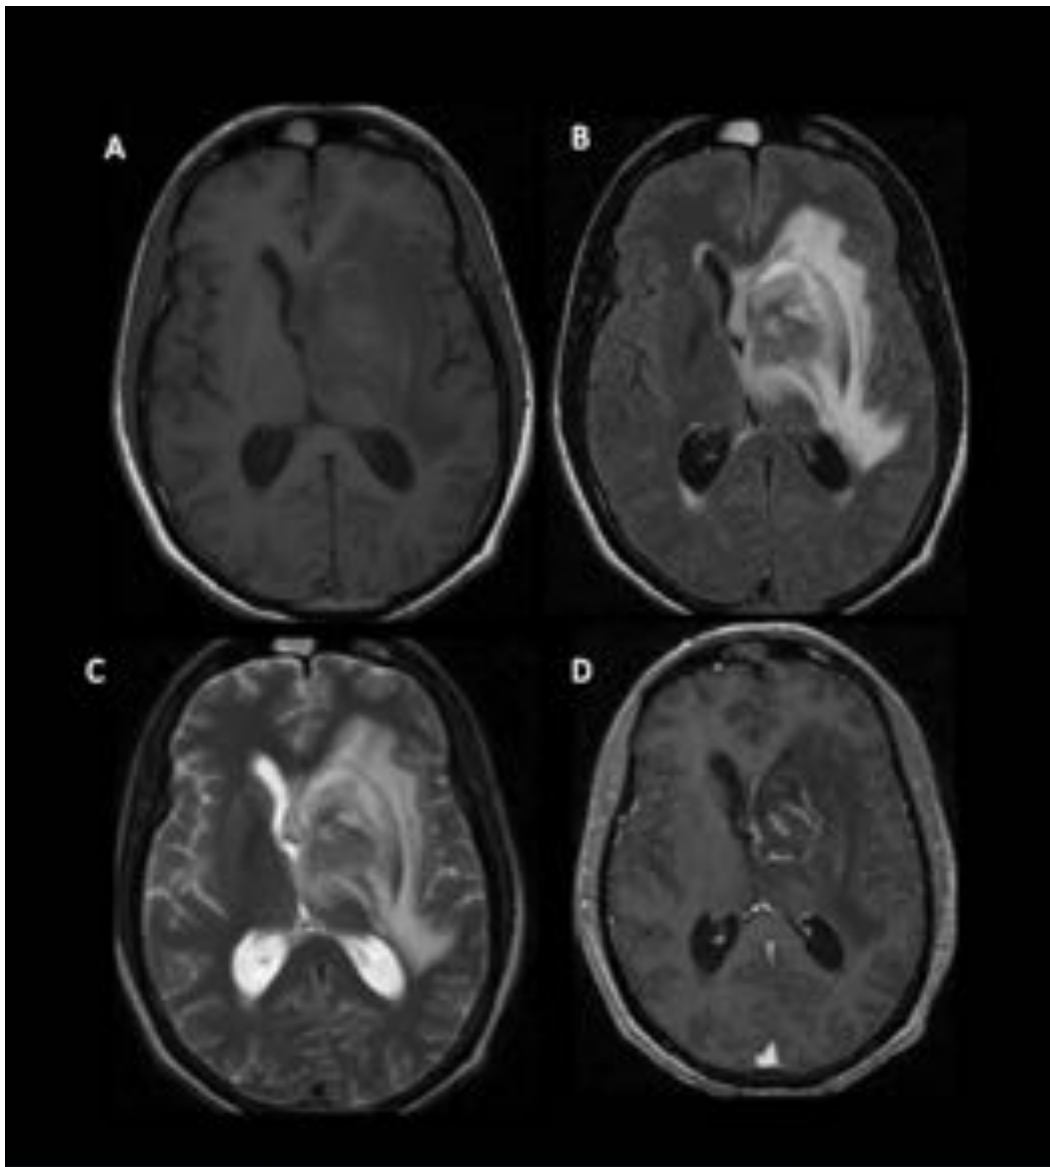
TOXOPLASMOSIS. Paciente VIH con fiebre y disminución del nivel de conciencia. RM secuencias axiales T1, FLAIR, T2 y T1 con gadolinio. Masa heterogénea en ganglios basales izquierdos predominantemente hipointensa en T1 (A) y en FLAIR y T2 (B y C) con realce anular tras la administración de gadolinio (D), rodeada de edema vasogénico. Efecto de masa sobre estructuras adyacentes, condicionando desplazamiento de línea media al lado derecho y obliteración del asta frontal izquierda.
